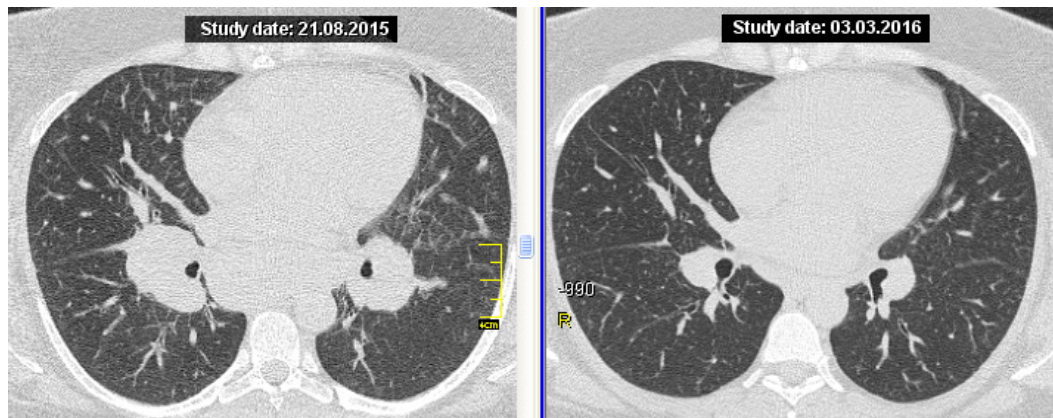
Больная С., 31 год, КТ (аксиальные срезы): саркоидоз органов дыхания II стадии. Слева – до лечения: двусторонняя прикорневая лимфаденопатия, ретикулярно-узловый паттерн поражения паренхимы. Справа – спустя 6 мес. после лечения метотрексатом: выраженная регрессия лимфаденопатии, исчезновение ретикулярных изменений в паренхиме, уменьшение плотности узелковой диссеминации
